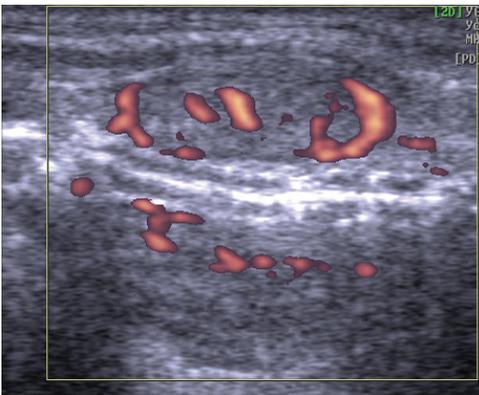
Пациент Б., 60 л., УЗИ (перешеек, продольная проекция, ЭДК).
